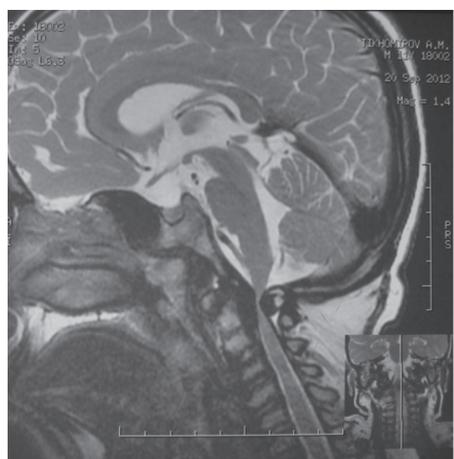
МРТ (а) и КТ с миелографией (б) шейного отдела позвоночника пациента Т. при поступлении в ЦИТО. Стеноз позвоночного канала на уровне краниовертебрального перехода, C1–C2
